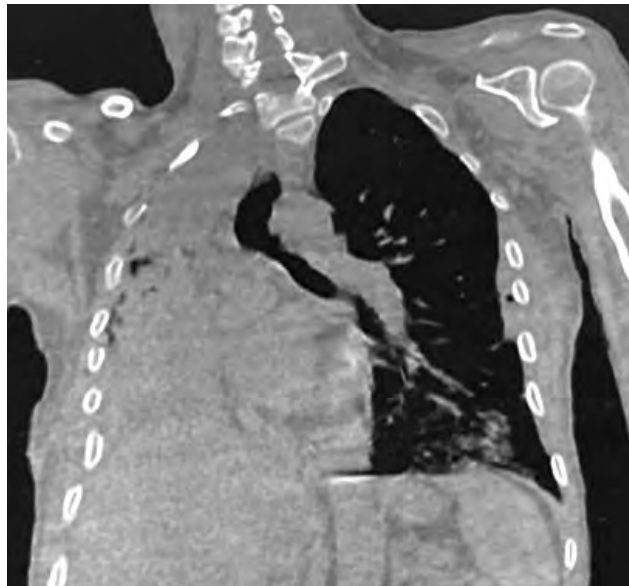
Комп'ютерна томограма пораненого С., 42 роки, тотальний ателектаз правої легені.
